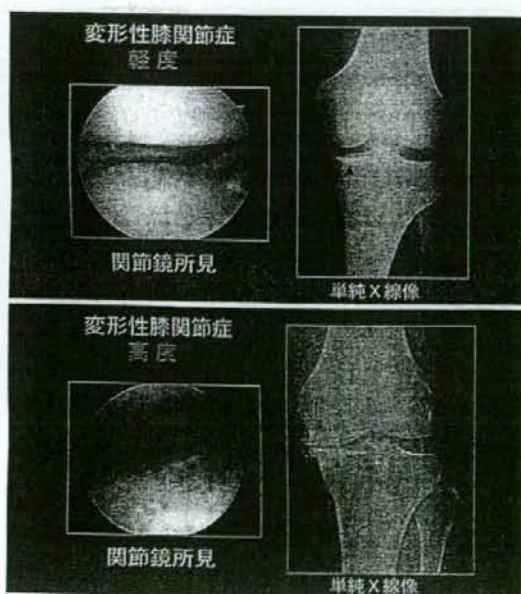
変形性膝関節症における単純X線所見と関節鏡所見の対比 単純X線上の変化は、軟骨下骨の萎縮や硬化、骨棘形成、関節裂隙の狭小化、骨嚢腫形成などが認められる。変形性変化の進行度は、関節軟骨の変性程度に対応している。左上：軽度 OA、右：中等度 OA、左下：高度 OA。
